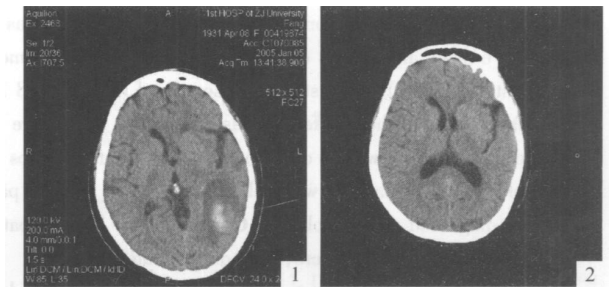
2005年1月5日头颅CT 图2 2005年4月24日头颅CT
